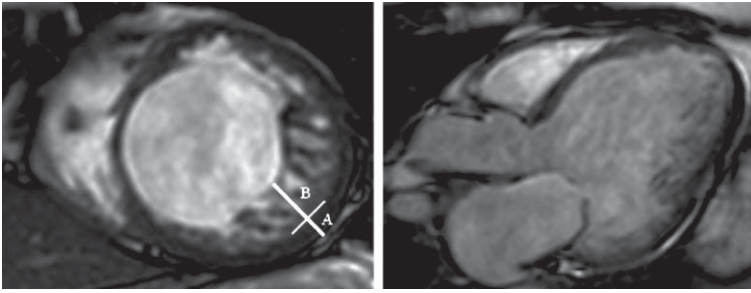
Resonancia magnética cardiaca en ejes corto (izquierda) y largo (derecha). Se muestra el aspecto bilaminar del miocardio con una capa compactada (A) y no-compactada (B). La razón capa compactada/no-compactada medida en telediástole (B/A) fue mayor a 2,5.
